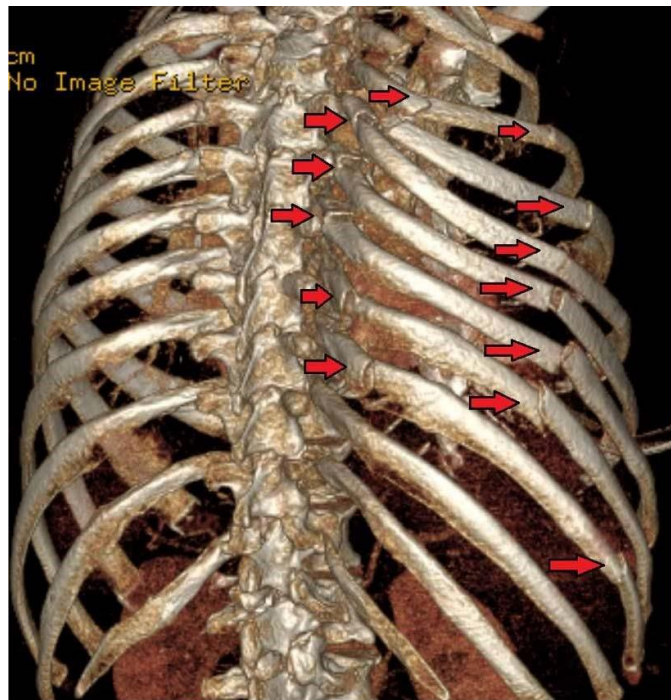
Reconstrução tridimensional a partir de uma tomografia de tórax instável (as setas mostram as fraturas nas costelas). Reproduzido de https://en.wikipedia.org/wiki/Flail_chest (autor da imagem: James Heilman MD) CC BY-SA 4.0
